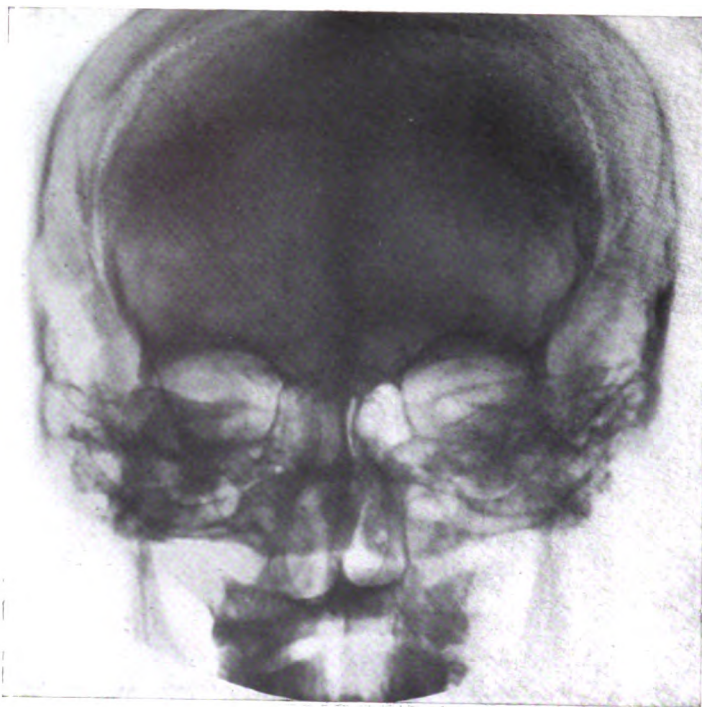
Radiographie de face. Ethmoïdite gauche.
